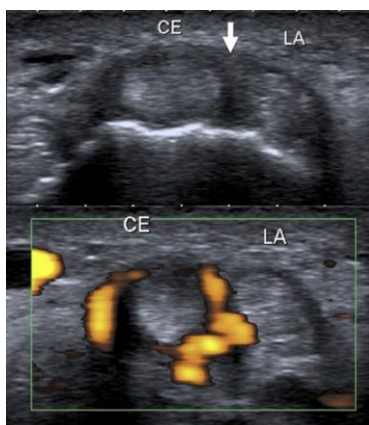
DQ de type II à l'échographie, impliquant uniquement le tendon CEP. Nous pouvons noter l'absence d'épaississement du rétinaculum autour du tendon LAP ainsi que la présence d'un septum épaissi entre les 2 tendons (flèche). L'image inférieure (échographie doppler) indique la présence d'une hyperhémie [72].
